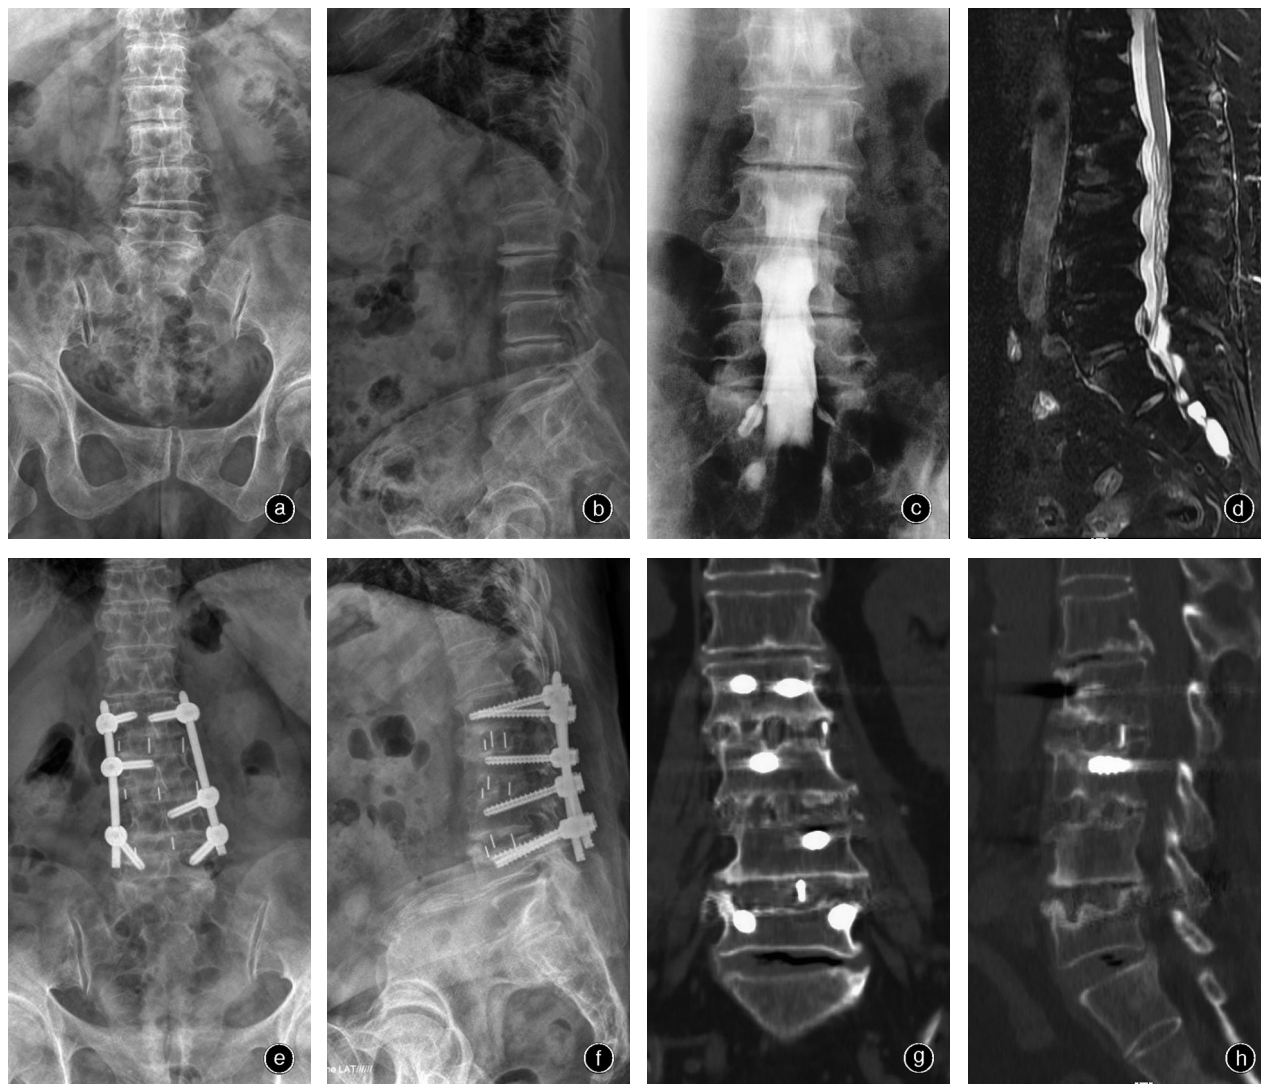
女,71岁,腰痛伴间歇性跛行10年余 a, b 术前正侧位X线片示腰椎退行性变,L_{2,3}、L_{3,4}、L_{4,5}间隙狭窄,腰椎退行性侧凸 c 术前椎管造影示L_{2,3}、L_{3,4}、L_{4,5}节段椎管狭窄 d 术前T₂WI示L₂₋₃、L₃₋₄、L₄₋₅椎间盘退变,小关节突增生内聚,黄韧带增厚,节段椎管狭窄 e, f 行极外侧入路L_{2,3}、L_{3,4}、L_{4,5}椎管减压、椎间cage植骨融合及后路经皮椎弓根钉棒内固定术,术后6个月正侧位X线片示内固定良好,未见松动、断裂,可见融合迹象 g, h 术后6个月CT示L_{2,3}、L_{3,4}、L_{4,5}间隙减压与内固定位置良好,椎体间完全骨性融合
